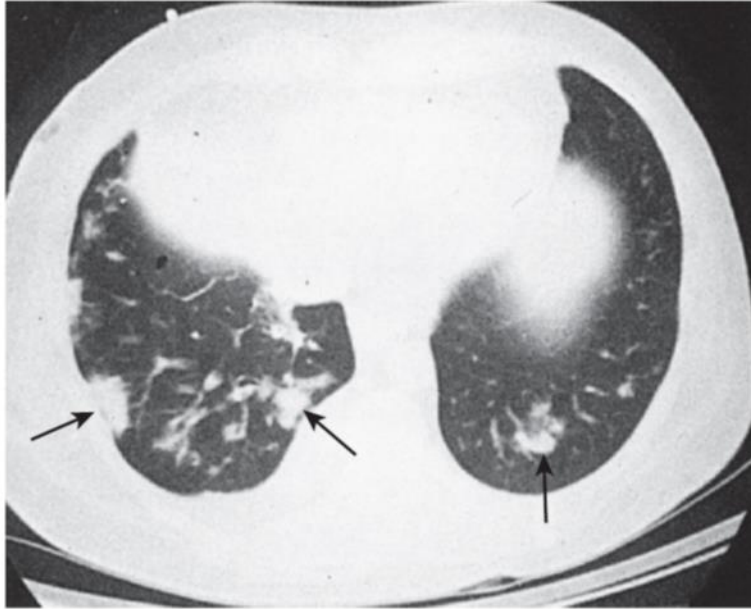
博来霉素导致的肺炎，CT 显示结节样密度增高影（箭头）。这种由博来霉素引起的肺损伤的组织学特征是典型的闭塞性细支气管炎合并机化性肺炎。（From Mason RJ et al: Murray & Nadel's textbook of respiratory medicine, ed 5, Philadelphia, 2010, WB Saunders.）
